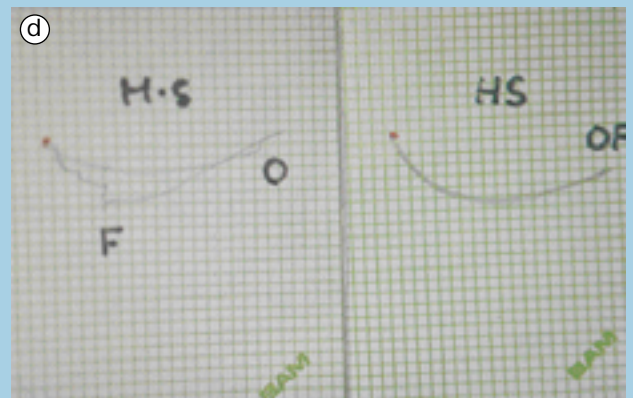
RCD e DFRD de uma mulher de 64 anos, tratada com POT. DFRD da ATM direita, na presença de um DDRT (tardio). IRM sagitais: banda posterior (*). a) BF - (antes) disco luxado (*). b) BF - (controle aos cinco anos) DRFD com um hiposinal no prolongamento do disco (dupla ponta de seta). c) BA - (controle aos cinco anos) - hipo-sinal em forma de “rabo de peixe”, demonstrando a DFRD; d) Axiogramas de abertura e fechamento - à esquerda: (antes) ressalto de abertura (0) a 14mm e ressalto de fechamento a 6mm; à direita: (controle aos cinco anos) traçados normalizados e estáveis, com flecha de traçado aumentada, provando que o neodisco se reforça com o tempo e desempenha plenamente seu papel funcional; e) BF - (antes) disco deslocado (*); f) BF - (controle aos cinco anos) RCD estável com o disco centrado (*); g) BA (controle aos cinco anos) - hiposinal discal com forma de “gravata borboleta”. h) Axiogramas de abertura e fechamento - À esquerda: (antes) ressalto discreto único de abertura (seta) para 9mm e registro de fim de fechamento (F) debaixo da abertura (A) exemplo de instabilidade articular; À direita: (controle aos cinco anos) registros de AF satisfatórios e estáveis durante o tempo.
